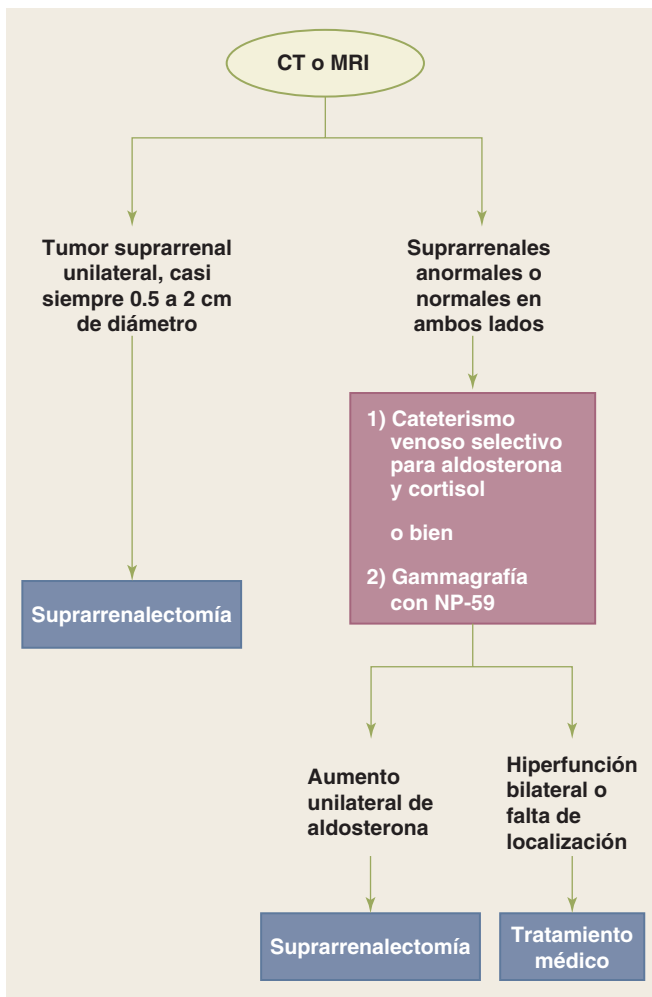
Tratamiento de un aldosteronoma suprarrenal. CT, tomografía computarizada; MRI, imagen por resonancia magnética.
